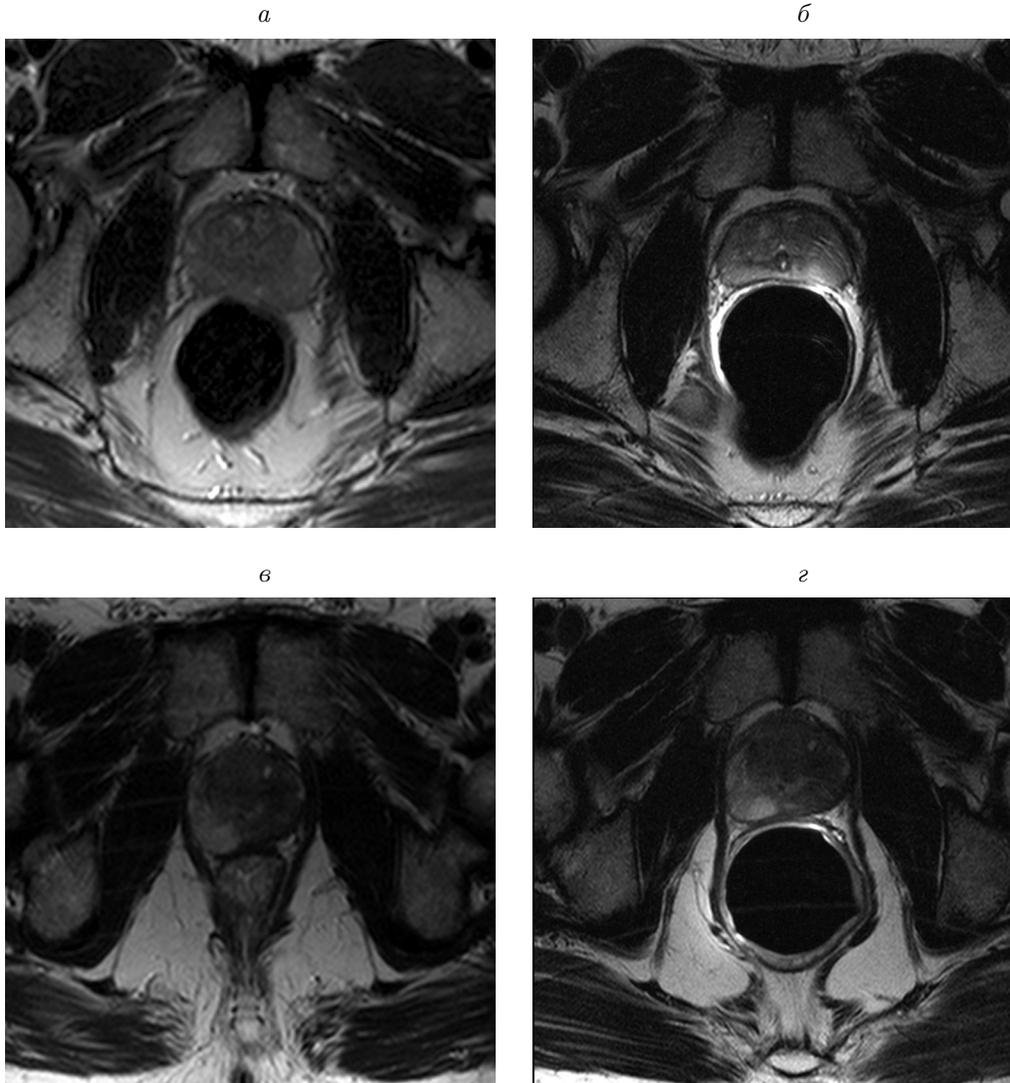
МР-томограммы: Т2-взвешенные изображения в аксиальной плоскости на уровне тела предстательной железы. Асимметричная форма предстательной железы с диффузно-очаговым снижением интенсивности МР-сигнала от периферической зоны в левой доле (*а, в* — стрелка). В случае хронического воспаления (*а, б*): при использовании эндоректальной катушки эластичность предстательной железы сохранена; при опухолевой инфильтрации (*в, г*) эластичность железы существенно снижена (форма железы сохраняется)
